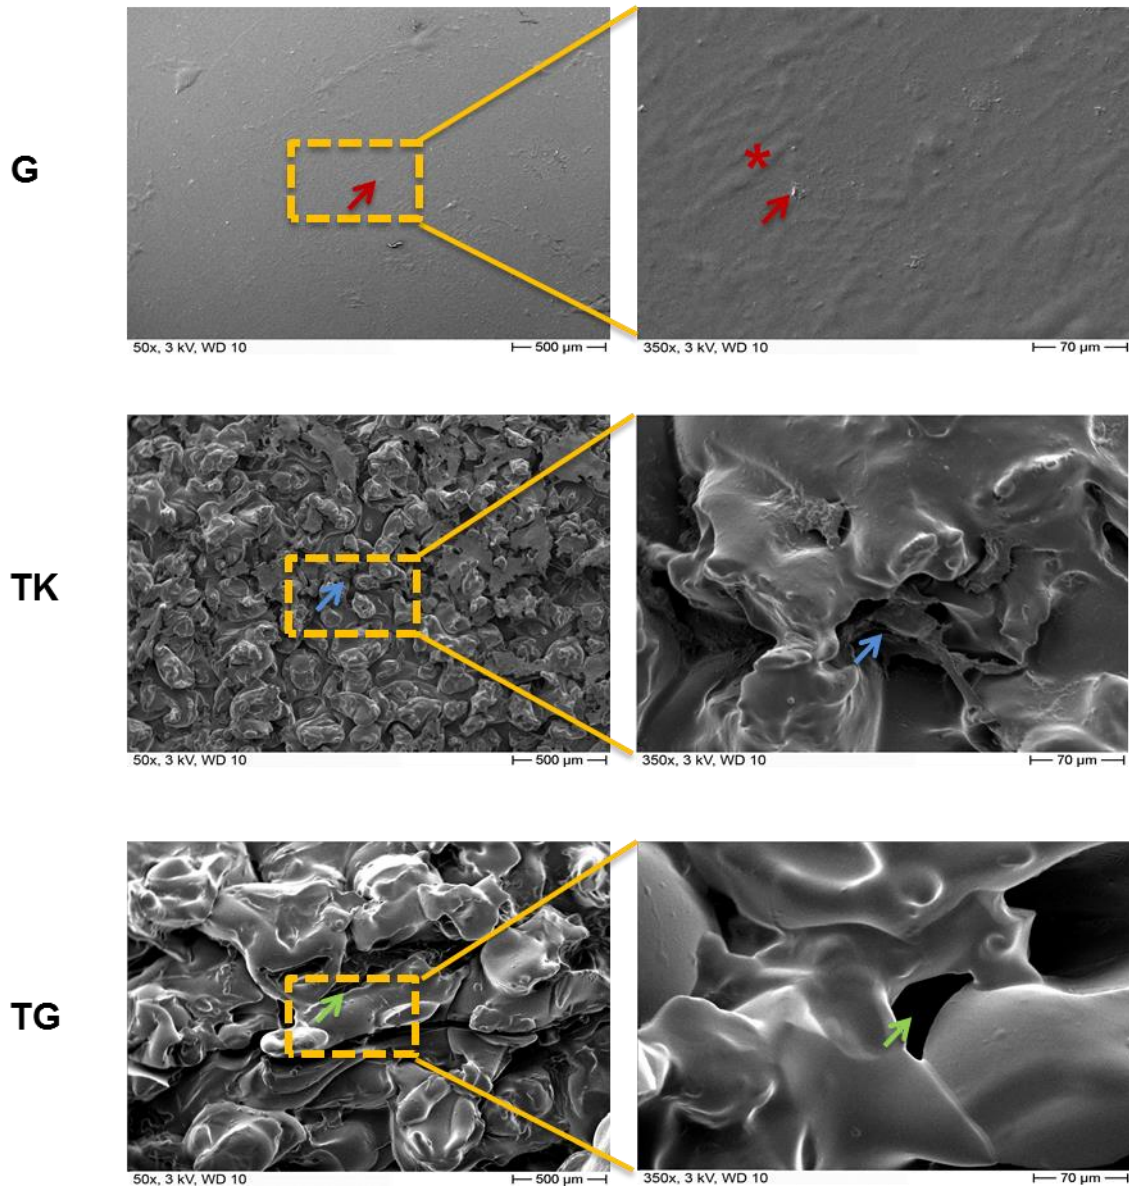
Rasterelektronenmikroskopie der Implantatoberflächen nach 10 Wochen. Hierbei zeigt sich insgesamt eine geringere Zellularität in der 10-Wochen- als in der 20-Wochen-Gruppe bei den texturierten Implantatoberflächen. Das Gewebe ist weniger adhärent bei TG- (grüner Pfeil) als TK- (blauer Pfeil) Implantaten. Die glatte Implantatoberfläche ist nicht vollkommen glatt. Bei 350x Vergrößerung sieht man einzelne Partikel und Silikonauflagerungen (roter Pfeil). G: glatt; TK: texturiert kleinporig; TG: texturiert großporig. Linke Spalte: Vergrößerung 50x, Maßstab 500 μm; rechte Spalte: Vergrößerung 350x, Maßstab 70 μm.
